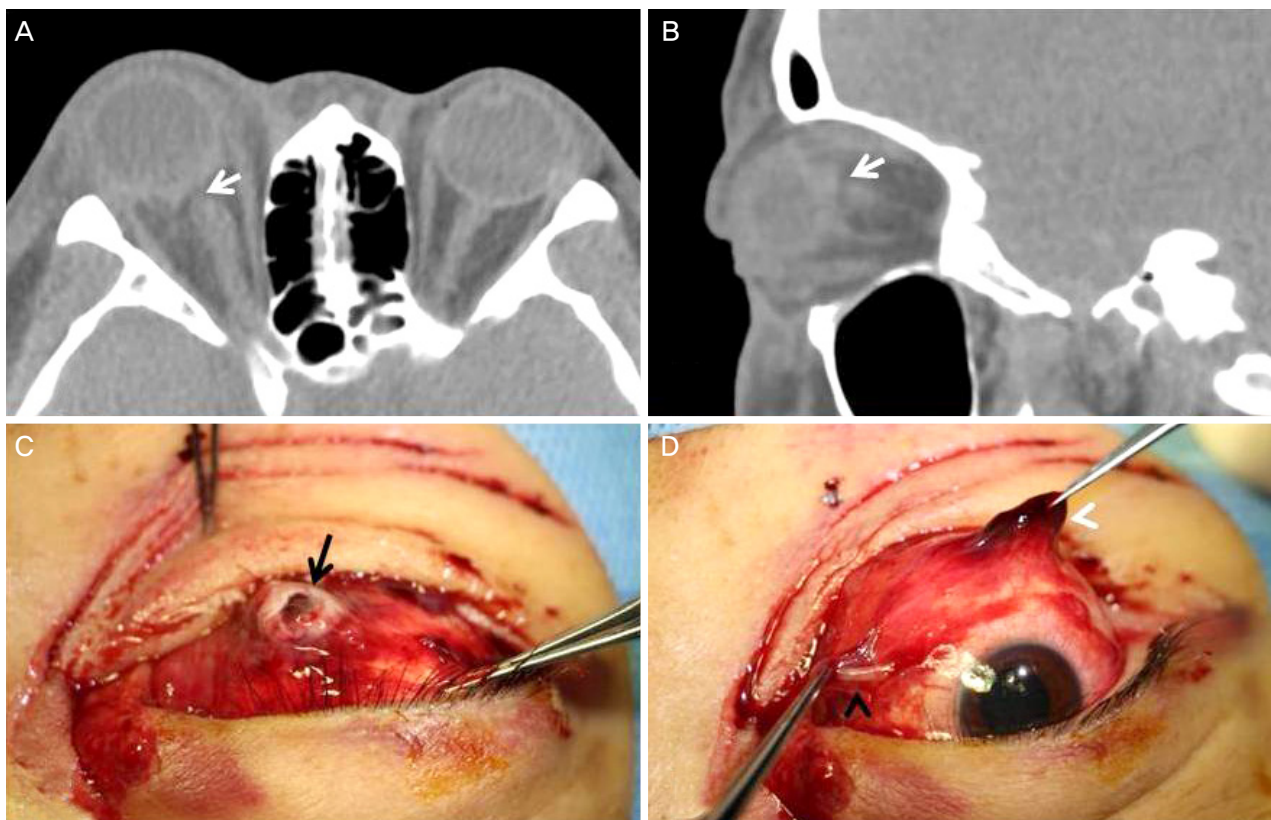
Computed tomography image and external photograph of eyeball. (A, B) The facial bone computed tomography image showed a ruptured optic nerve at the intraorbital insertion site (white arrow). (C, D) Examination under anesthesia revealed a completely severed optic nerve (black arrow), complete disinsertion of the medial (black arrowhead) and inferior rectus muscles (white arrowhead).
